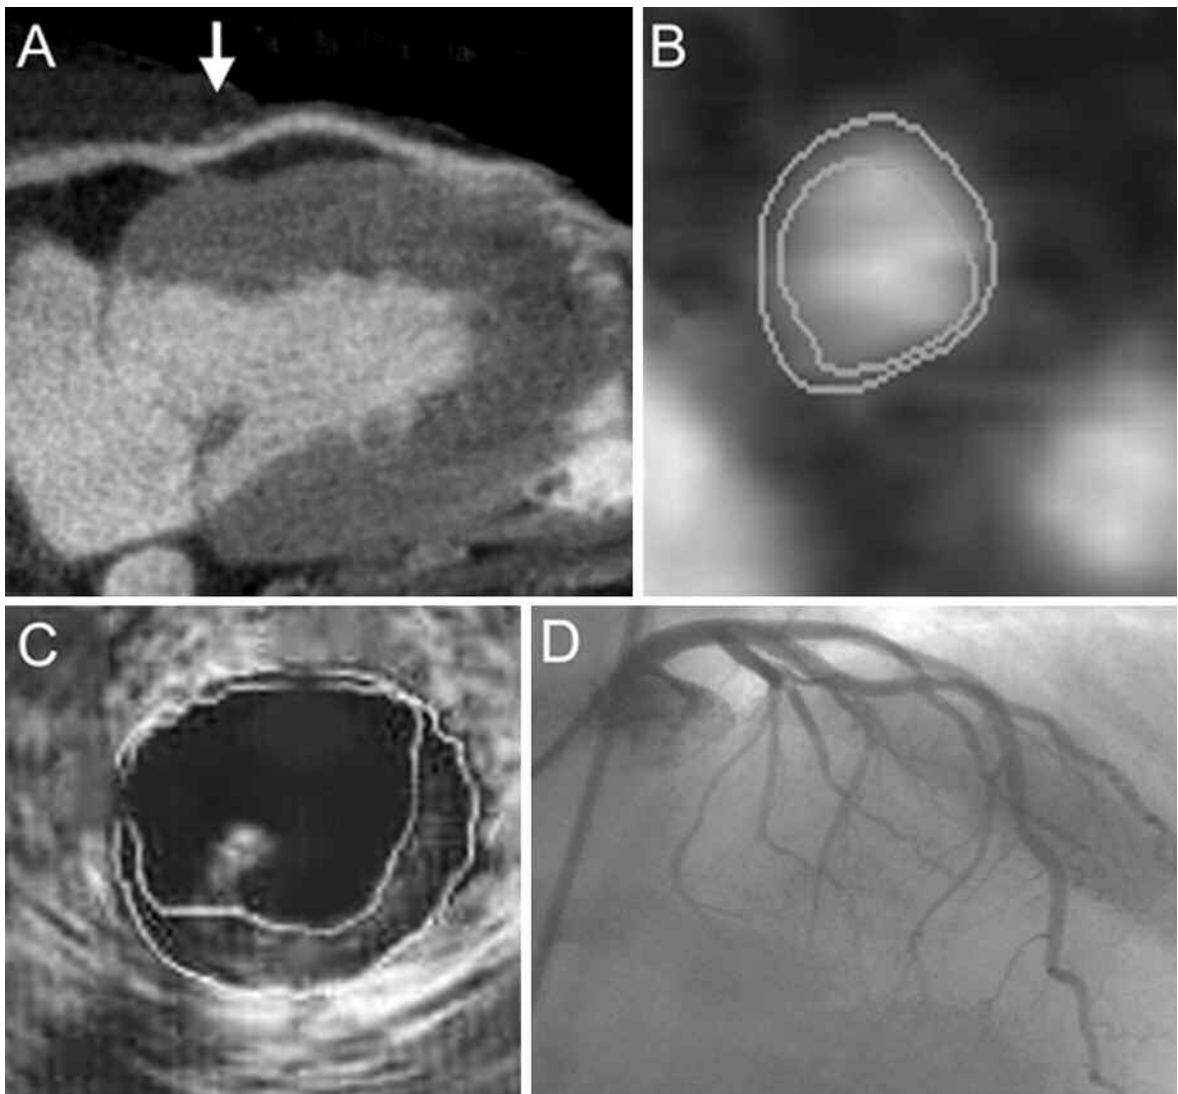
Paciente con engrosamiento intimal leve (flecha) en el segmento proximal de la arteria descendente anterior. A. Reconstrucción multiplanar de la arteria descendente anterior. B. Imagen axial de tomografía multicorte a nivel del engrosamiento intimal. C. Ecografía intravascular a nivel del engrosamiento intimal. D. Angiografía coronaria normal.
